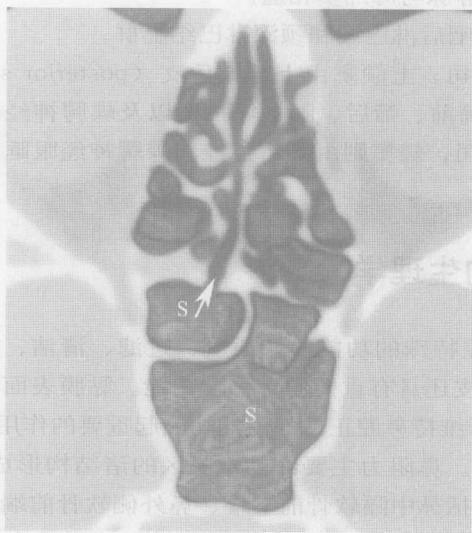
鼻 CT 轴位, 显示蝶窦(S)开口处(箭头)
